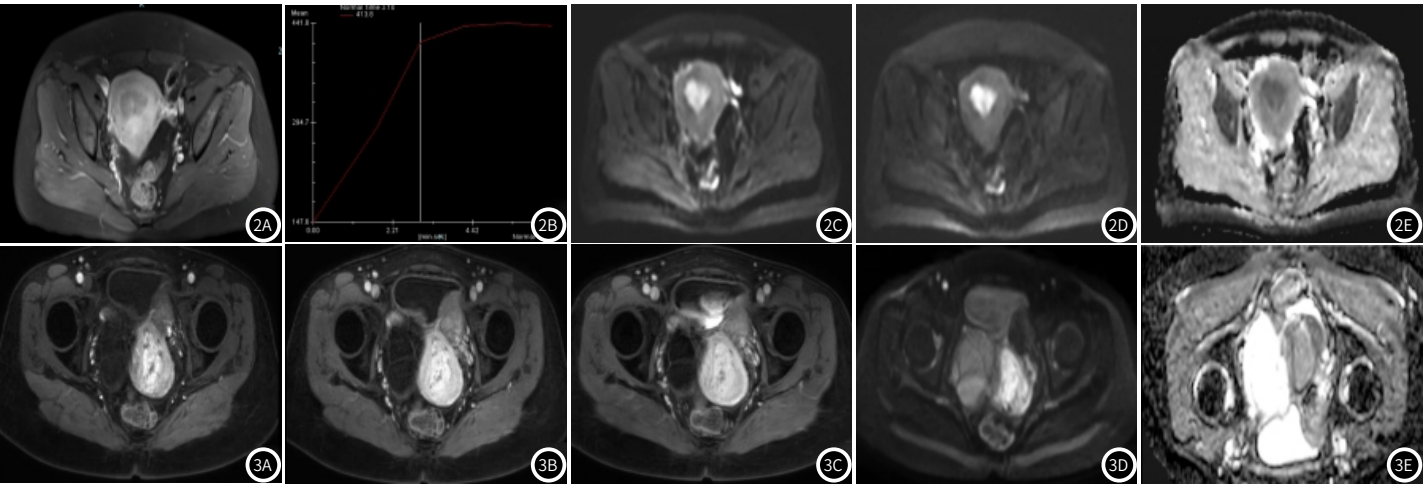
2E 患者女，53岁，子宫内膜腺癌。图2A 盆腔子宫DCE-MRI图像：子宫内膜不均匀增厚，最厚约为2.0cm，增强不均匀明显强化；图2B TIC曲线，平台型；图2C-2E IVIM-DWI (b值0，700s/mm²)及ADC图：DWI呈高信号，ADC呈低信号。
